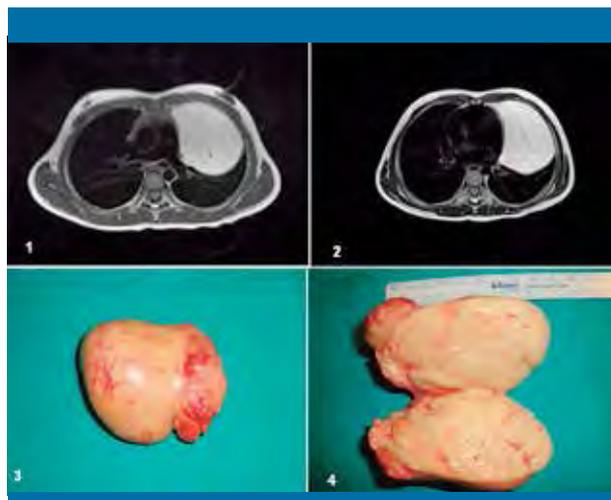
Resonancia magnética torácica (1 y 2), en la que se aprecia una masa hiperintensa de $73,5 \times 56,5 \times 93$ mm de tamaño, que presenta finas tabicaciones hipointensas en su interior, muy bien delimitada y localizada en el mediastino anterior y medio. Pieza quirúrgica (3 y 4): tumoración amarillenta de consistencia blanda, homogénea, compatible histológicamente con lipoma maduro
